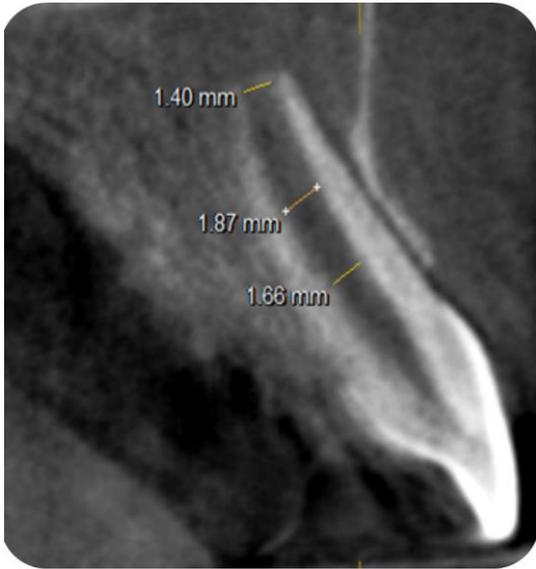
tomografia inicial, corte axial, mostrando as medidas do diâmetro apical e espessura do canal radicular nos terços médio e cervical.
